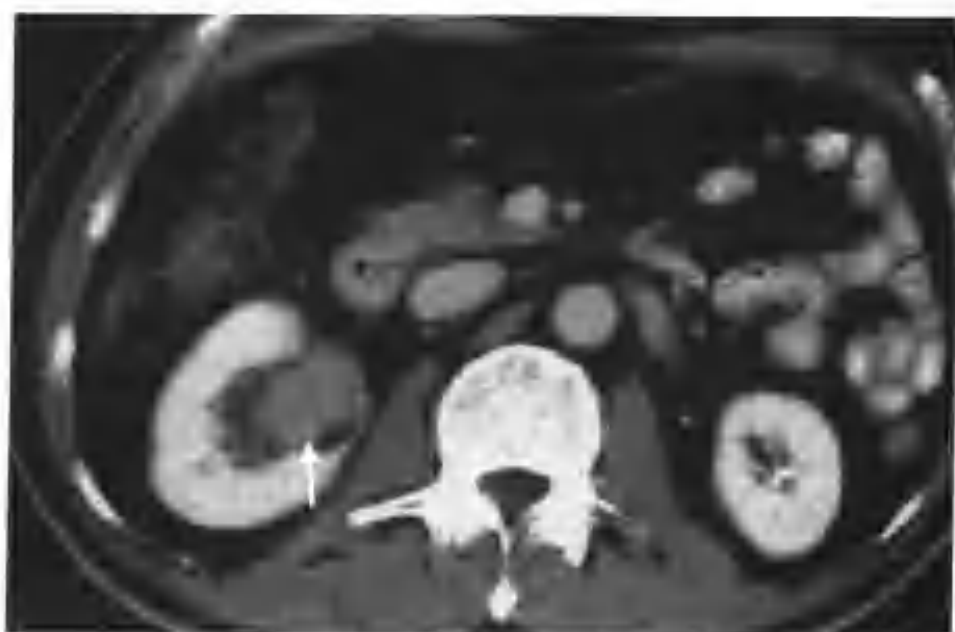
与图 2-2-10 为同一病例, 肾实质期肿瘤 (箭头) 仍持续强化, CT 值 84HU
